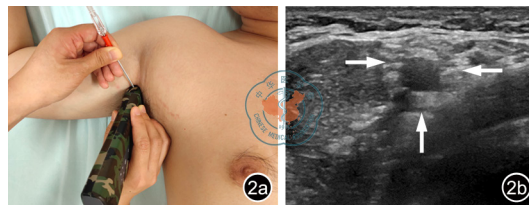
超声引导下腋窝处臂丛神经阻滞。图a为将探头置于腋窝处,进行超声引导下穿刺;图b为正常腋窝处臂丛神经超声声像图表现(箭头所示)
